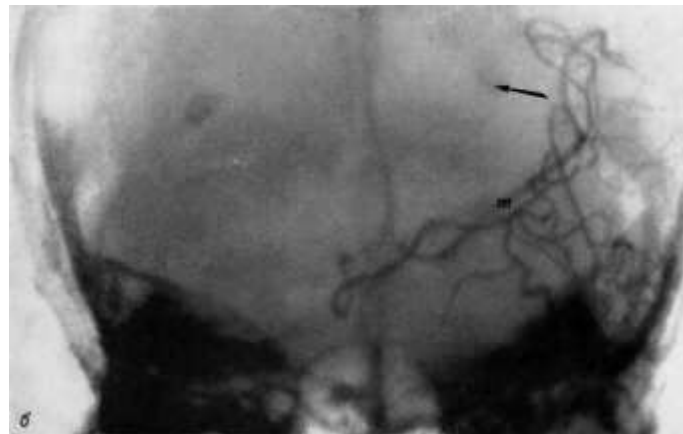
Смещение одного из обызвествленных сосудистых сплетений при опухоли затылочной и височной долей мозга. *a* — боковая рентгенограмма черепа. Асимметричное расположение обызвествленных сосудистых сплетений. Смещение сплетения на стороне опухоли вверх (указано стрелкой); *b* — прямая ангиограмма той же больной. Обызвествленное сосудистое сплетение слева (на стороне опухоли) смещено вверх (стрелка). Ветви средней мозговой артерии (*m*) смещены вверх и в медиальном направлении.
